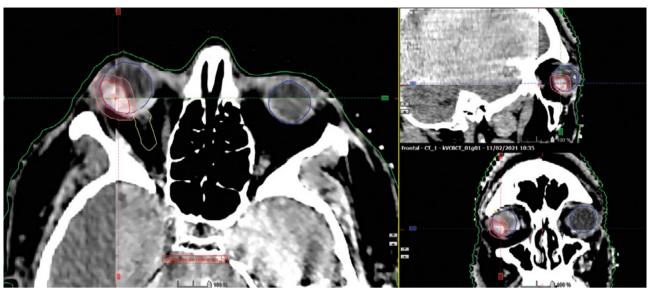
Imagen de verificación previa a la administración de tratamiento (TC y CBCT).
